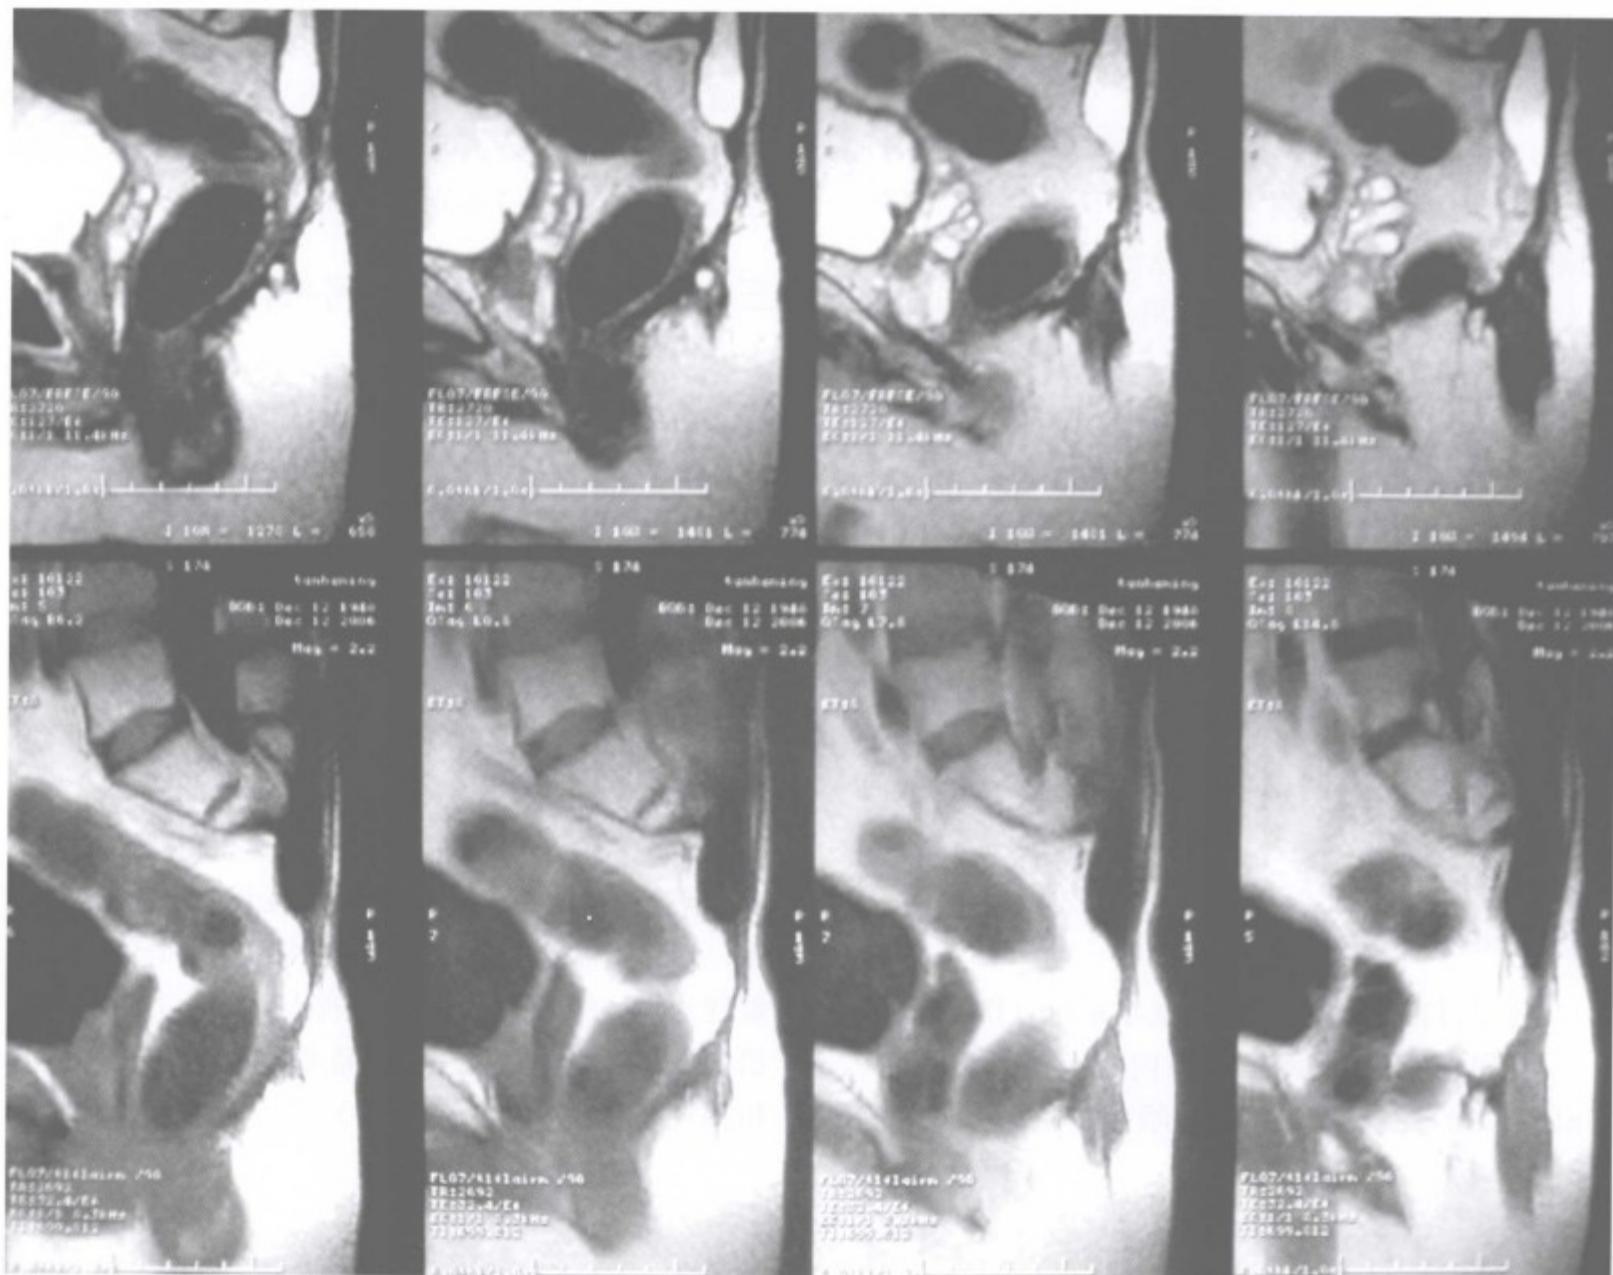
术后 34 个月 MRI 显示无复发
